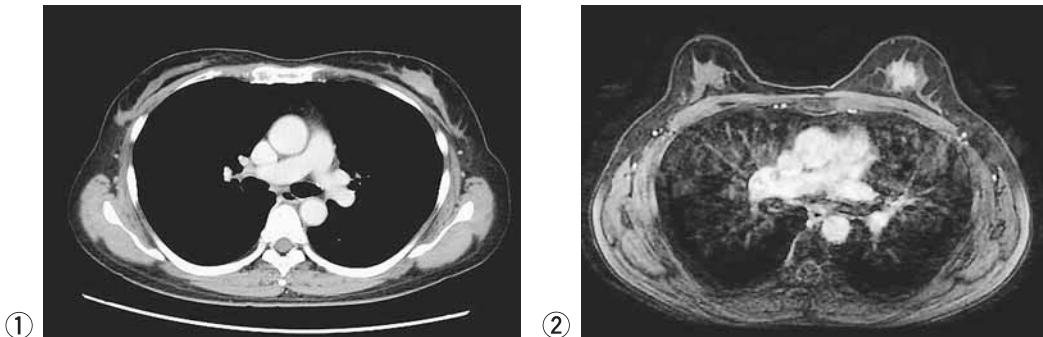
Enhanced chest CT demonstrated an enhanced lesion in quadrants AC of the left mammary gland. Chest MRI demonstrated the tumor as low signal intensity on T2W1 image.
